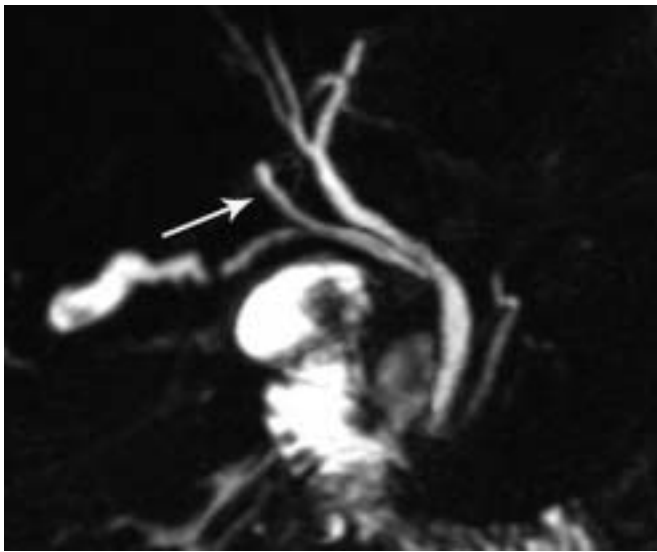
Section per opératoire d'une voie biliaire droite aberrante. Cholangio IRM en coupe frontale SS FSE Te eff long. Cette section (flèche blanche) est responsable d'une dilatation segmentaire des voies biliaires intra-hépatiques en amont.
